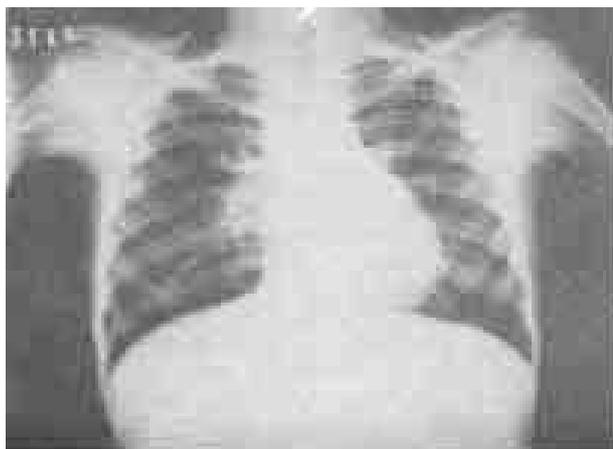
Telerradiografia de tórax normal.
